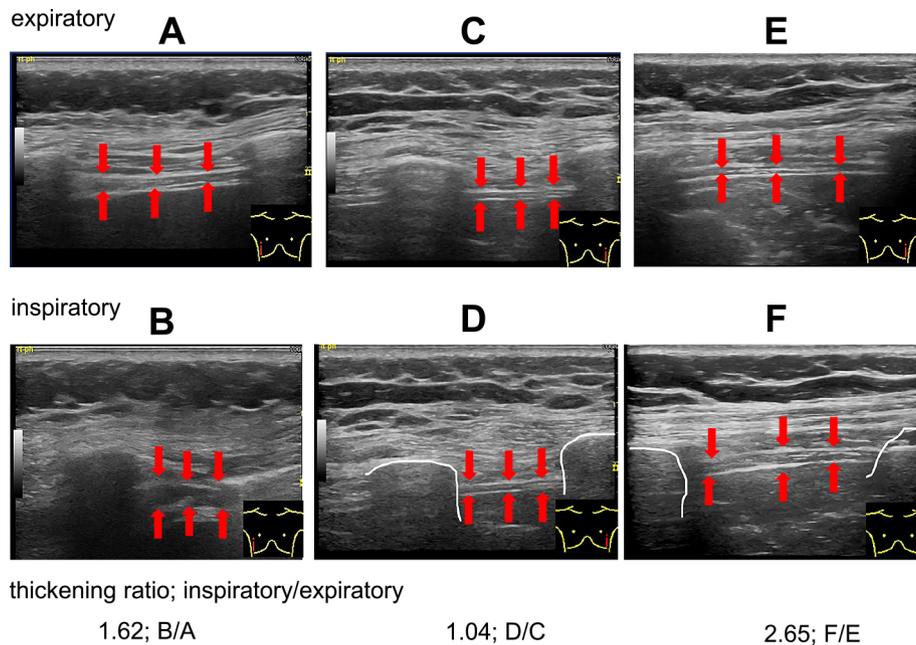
Diaphragmatic thickness on ultrasound.
